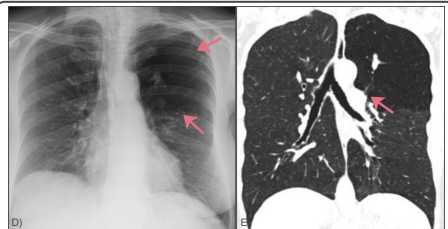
padrão clássico em radiografia de tórax em posteroanterior (d) e tomografia em corte coronal (e) demonstrando área de hiperinsuflação no lobo superior esquerdo e redução da vascularização do parênquima distal por broncocele culminal.
